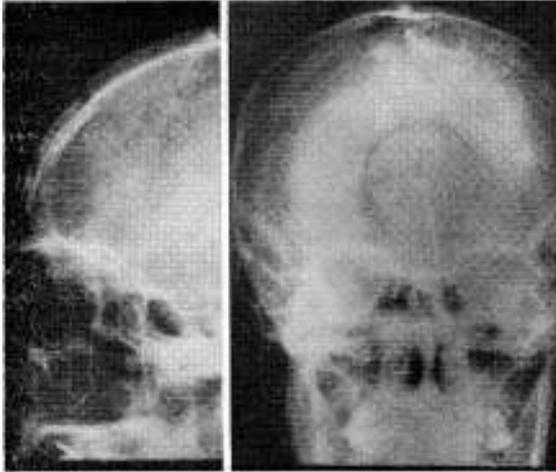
Radiografías postoperatorias craneanas, perfil y frente mostrando la reconstrucción de la bóveda ósea frontal, con el disco óseo de trepanación en su sitio. La duramadre se ha reexpandido ya en gran parte al final de la operación.
